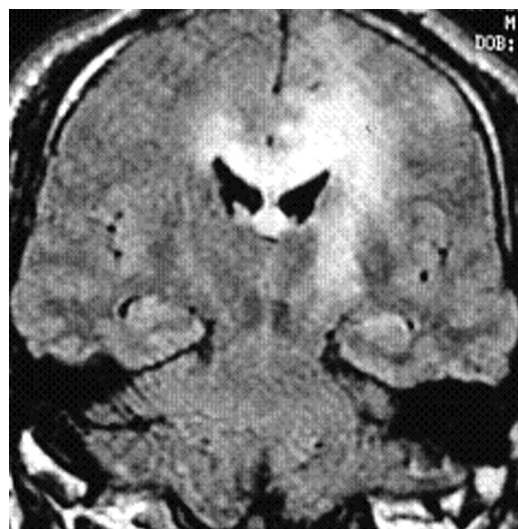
Resonancia magnética cerebral en secuencias FLAIR y plano coronal. Lesión hiperintensa difusa en la sustancia blanca subcortical y periventricular que afecta a ambos lóbulos frontales de forma asimétrica y atraviesa el cuerpo caloso. Sigue el trayecto de la vía piramidal. No tiene edema ni efecto masa evidentes.
